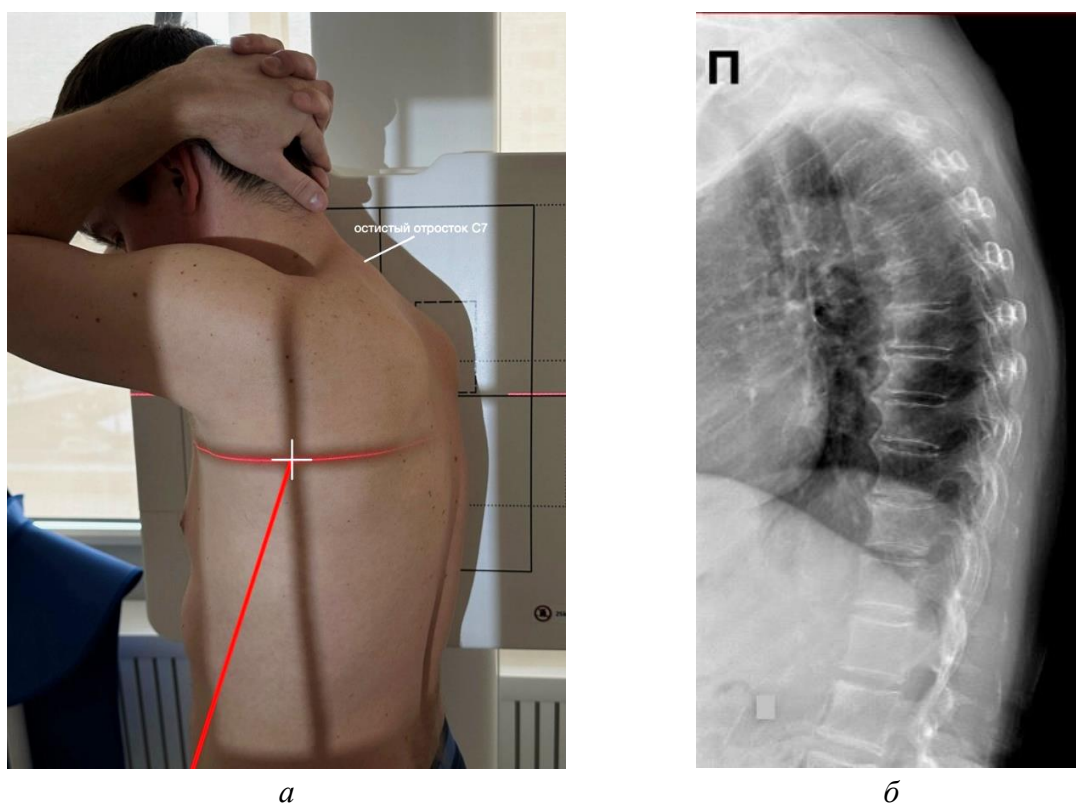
Методика укладки пациента для проведения РГ грудного отдела позвоночника в боковой проекции: а – фотография примера укладки; б – рентгенограмма грудного отдела позвоночника в боковой проекции. Белое перекрестие – точка центрации приемника рентгеновского изображения (кассеты), красная линия – направление ЦЛ рентгеновского излучения
